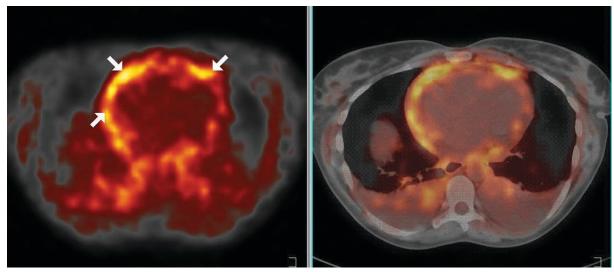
A gauche : intense hypermétabolisme péricardique en anneau à la TEP 18FDG, témoin de l'intense activité biologique due à la péricardite aspergillaire (flèches). A droite : Image fusionnée entre la TEP scanner et la TDM thoracique. On remarque en plus la présence de volumineux épanchements pleuraux bilatéraux non ou peu métaboliques.
